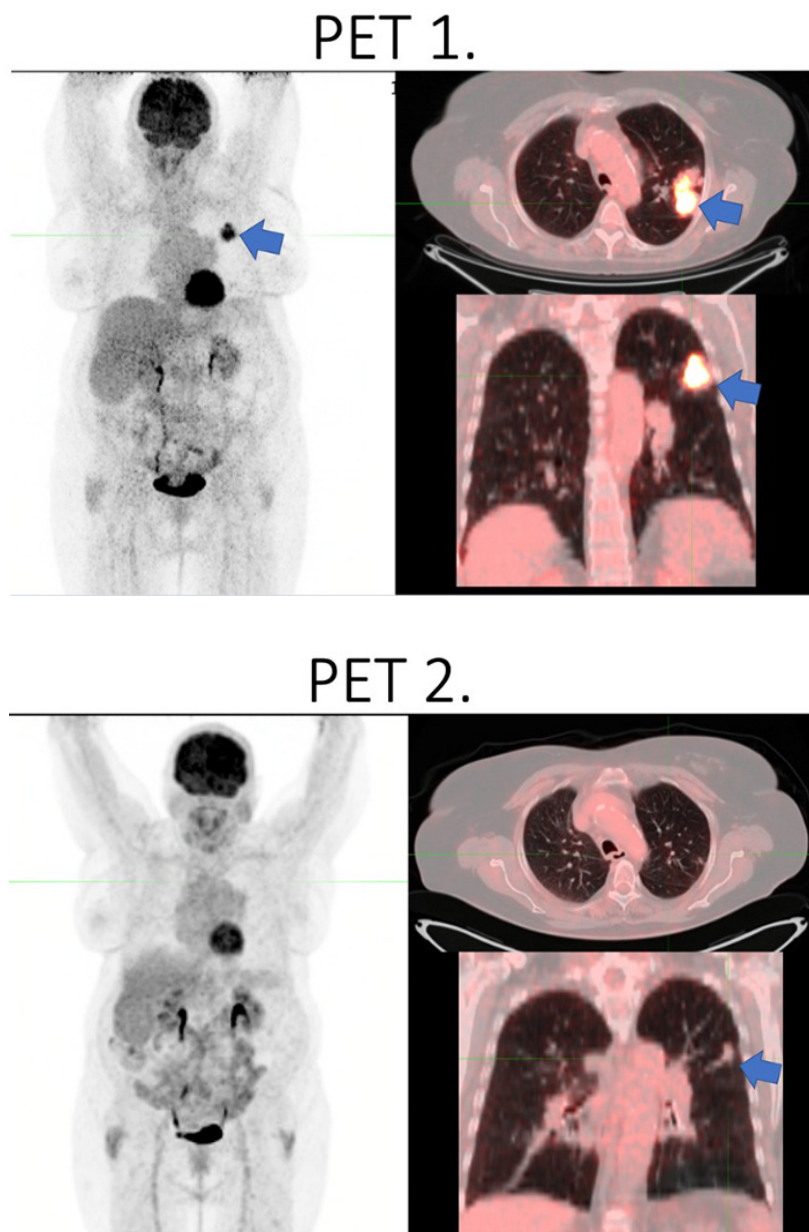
Paciente femenina Dg: Adenocarcinoma de Pulmón que fue tratada con Inmunoterapia. PET 2 basal 2022. PET 2 2023, valoración de respuesta al tratamiento con RC (respuesta completa).
